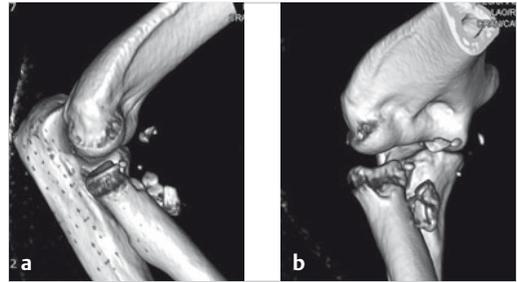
a, b Ellenbogenluxation: CT-Rekonstruktion.
